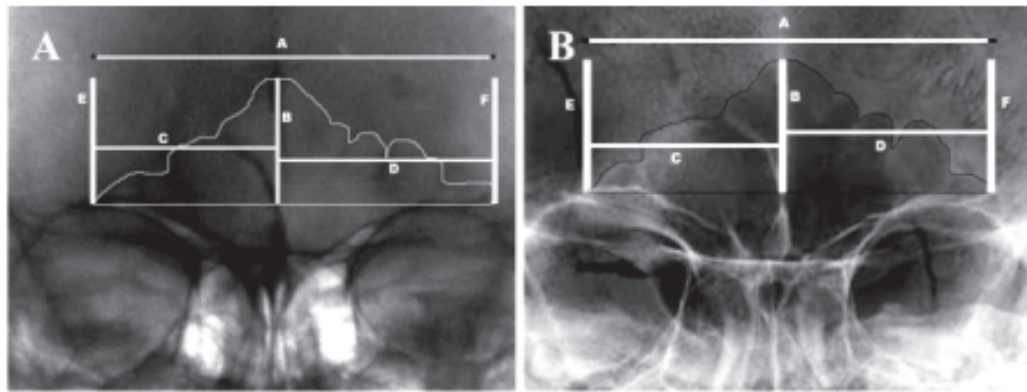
Comparação direta dos seios frontais em radiografias *ante* (A) e *postmortem* (B) utilizando as medidas propostas por Ribeiro (2000) (SILVA *et al.*, 2009).
